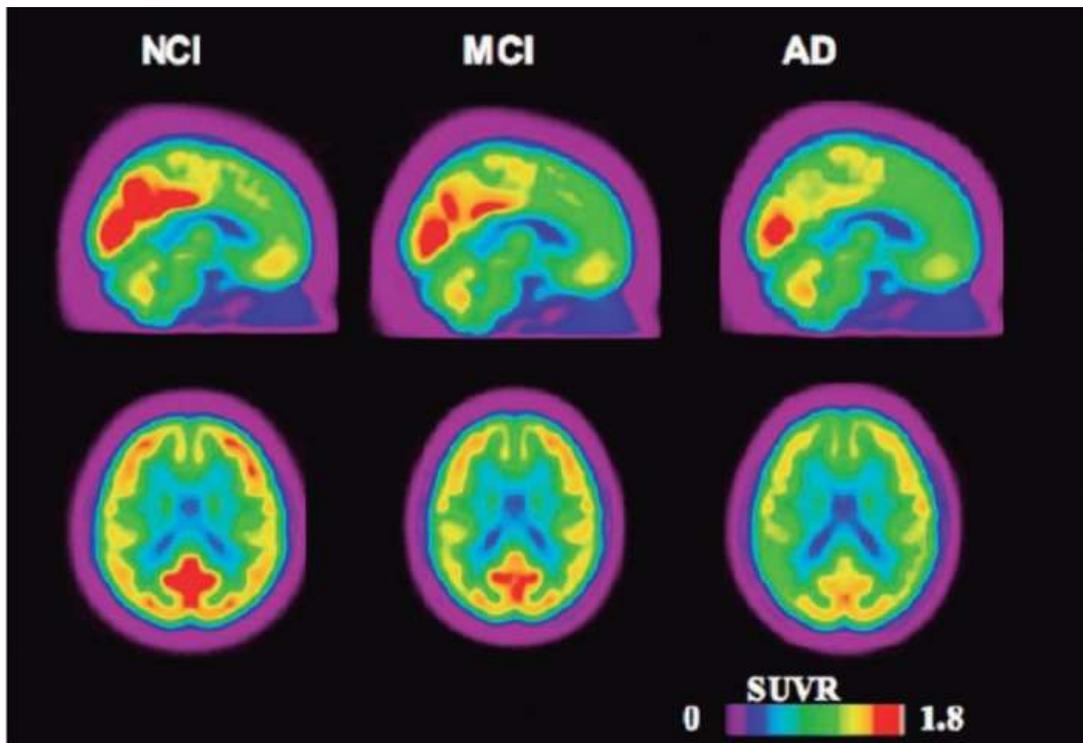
Hipometabolismo no cérebro de indivíduos com NCI (cognição normal), MCI (comprometimento cognitivo leve) e AD (demência associada a Doença de Alzheimer), através da tomografia por emissão de pósitrons (PET) utilizando 2 [18F]-fluoro-2-desoxi-D-glicose. Fonte: Schilling, Zimmer *et al.* (2016).
